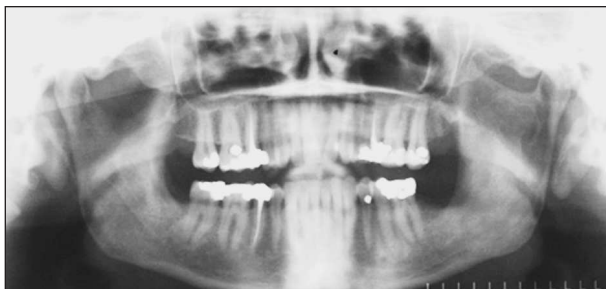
Ortopantomogram třicetileté ženy – folikulární cysta levé větve a úhlu mandibuly.
